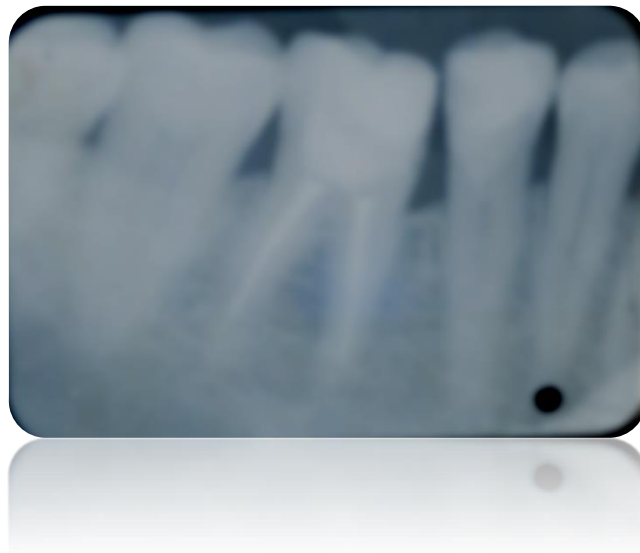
Radiografia periapical inicial.
